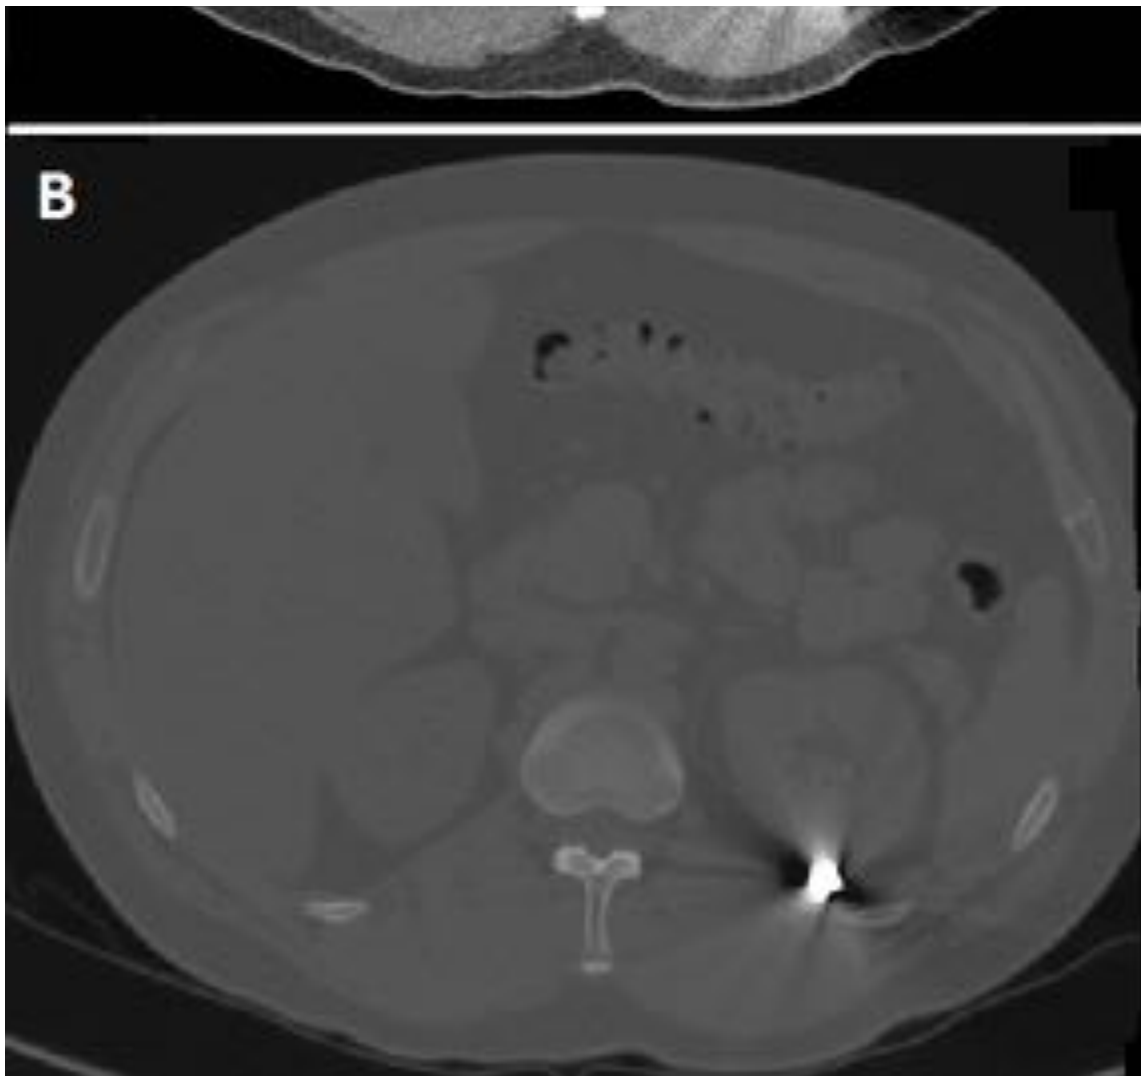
Cuerpos extraños de densidad metálica (flechas) en radiografía simple (A) y TC (B), correspondiendo a balas. C: Múltiples cuerpos extraños en pelvis (perdigones en este caso).
